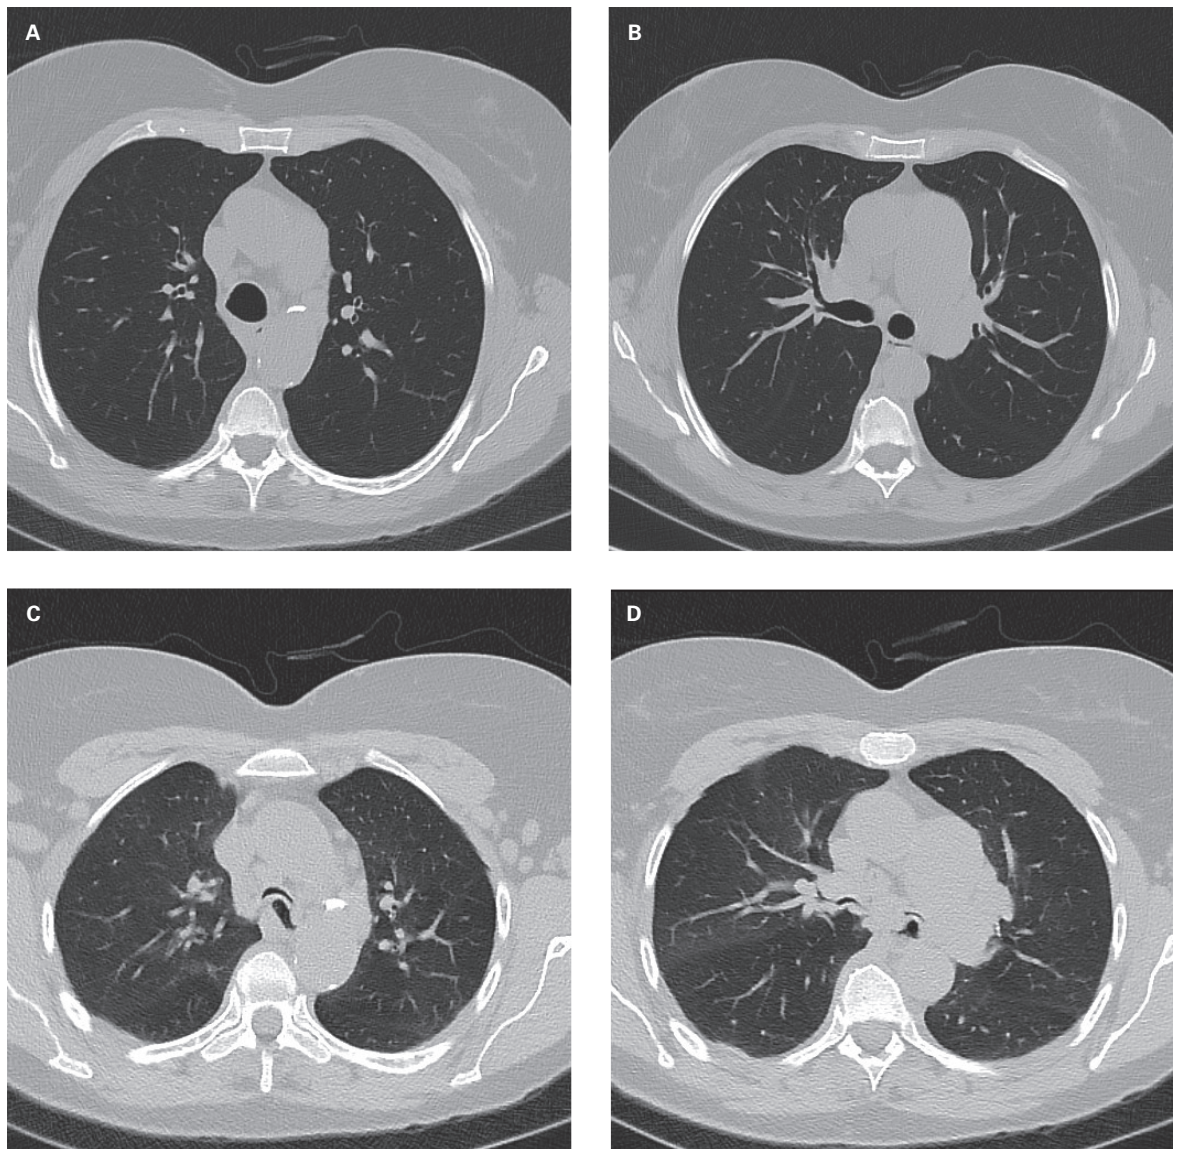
dynamische CT Thorax.
